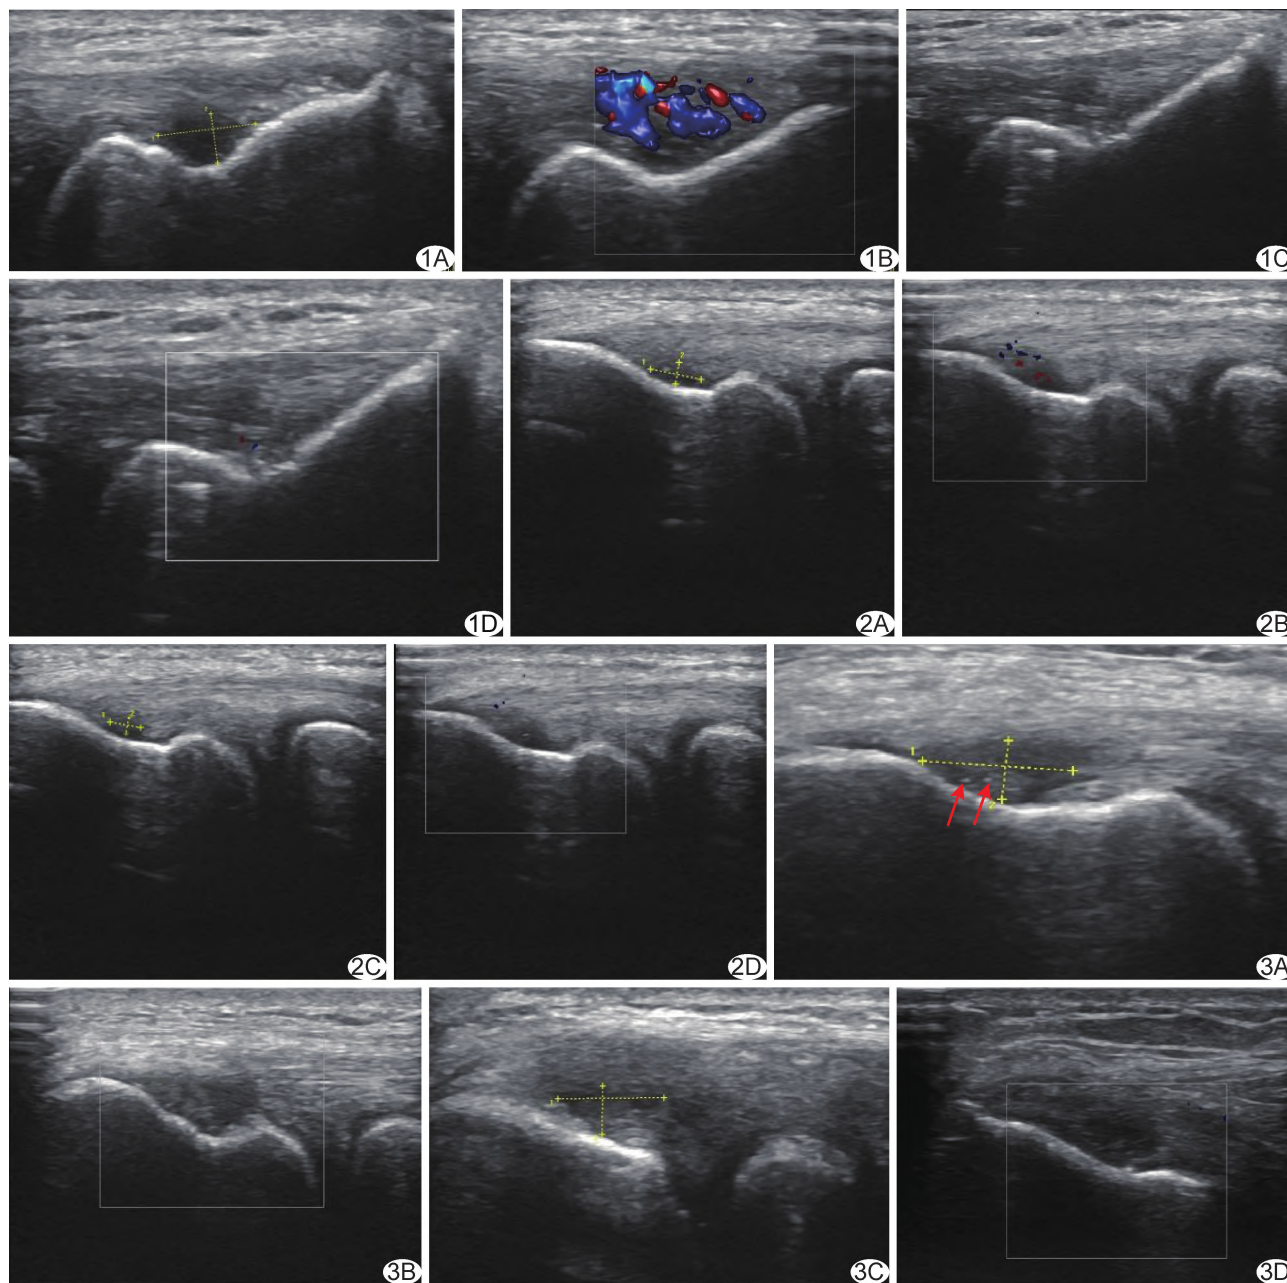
治愈组患者, 男, 43 岁, 风寒阻络型网球肘 A、B. 浮针治疗前灰阶超声图示左侧肘部伸肌总腱肿胀增厚, 内见 5.0 mm×2.5 mm 局部低回声(A), CDFI 显示丰富血流信号(B); C、D. 治疗后左侧肘部伸肌总腱厚度变薄、低回声区消失(C), 血流信号明显减少(D) 图 2 显效组患者, 女, 36 岁, 湿热内蕴型网球肘 A、B. 浮针治疗前, 灰阶超声图示右肘部伸肌总腱内 3.3 mm×1.4 mm 低回声(A), CDFI 显示中等血流信号(B); C、D. 治疗后右肘部伸肌总腱内低回声范围缩小至 2.1 mm×1.1 mm(C), 血流信号减少(D) 图 3 无效组患者, 男, 45 岁, 气血亏虚型网球肘 A、B. 浮针治疗前灰阶超声图示右肘部伸肌总腱内 6.0 mm×2.5 mm 局部低回声及数枚钙化斑(A, 箭), CDFI 未见明显血流信号(B); C、D. 治疗后右肘部伸肌总腱内低回声范围无明显缩小, 范围约 5.8 mm×2.5 mm(C), 未见明显血流信号(D)
